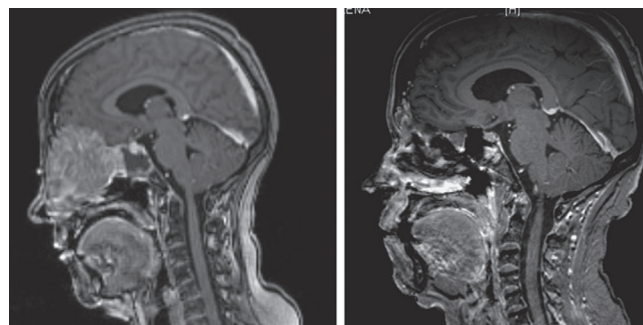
Томограммы пациента с низкодифференцированной карциномой носовой полости до проведения НЗТ (слева) и спустя 5 мес после НЗТ (справа) [12]
